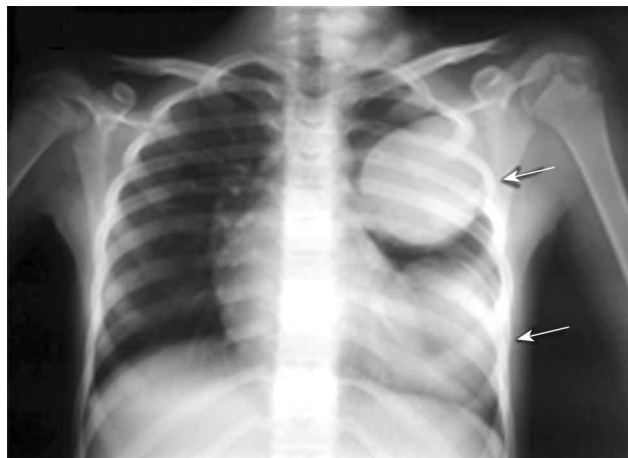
Ехінокок лівої легені. Оглядова рентгенограма в прямій проекції. Стрілками вказано дві ехінококові кісти лівої легені
